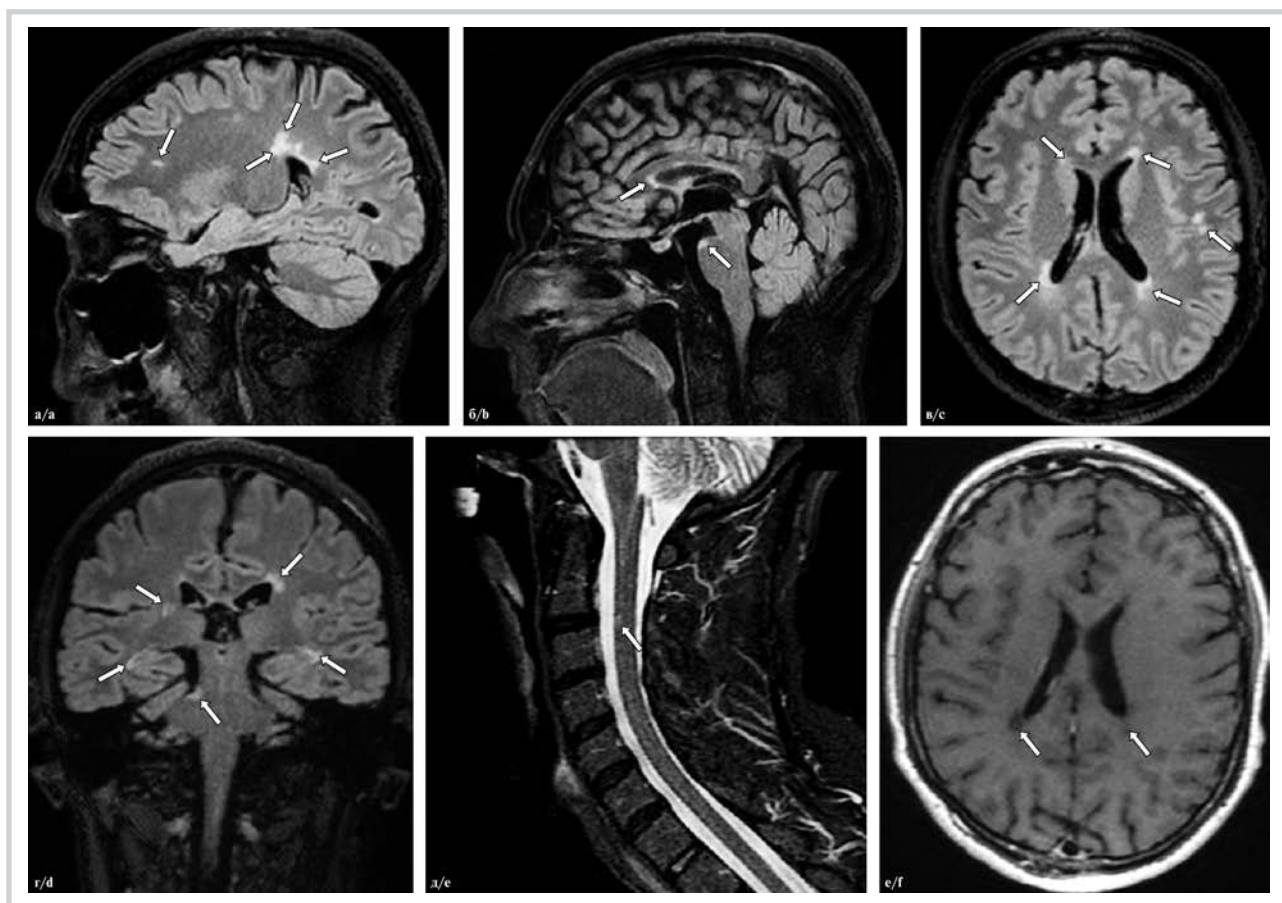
МРТ головного мозга от 2022 г.
